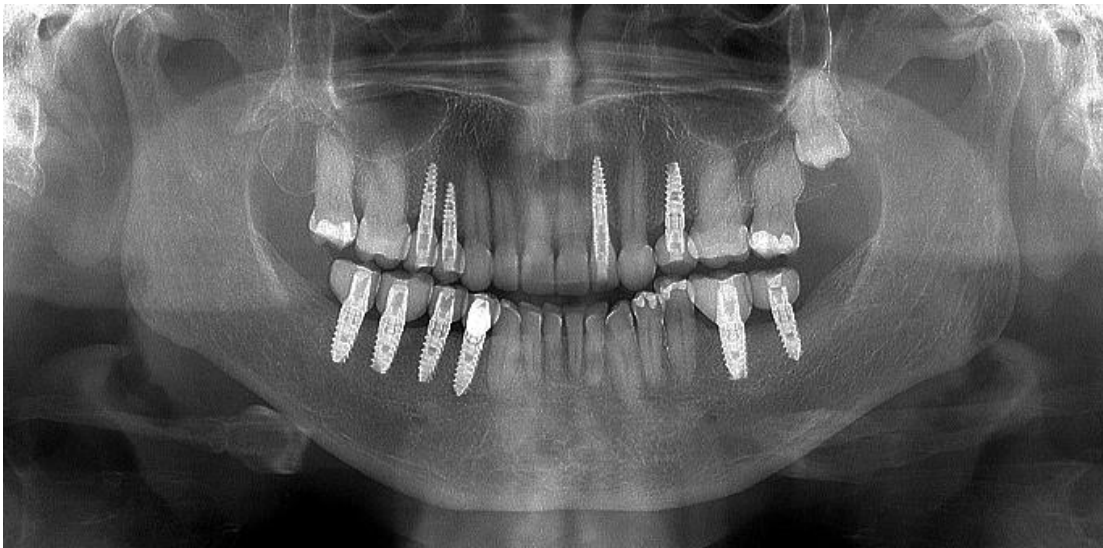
Radiografía de paciente rehabilitado con implantes dentales endoósicos en múltiples zonas de su boca (Posgrado de Periodoncia e Implantología, Dra. Lorena Contreras Alvarez).
